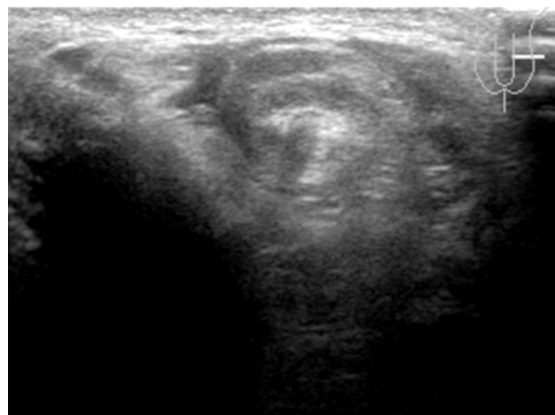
Ultrasonido de urgencia en ese momento observando el testículo izquierdo con discreta disminución de su ecotextura difusa en forma comparativa al testículo derecho sugestivo de isquemia.
